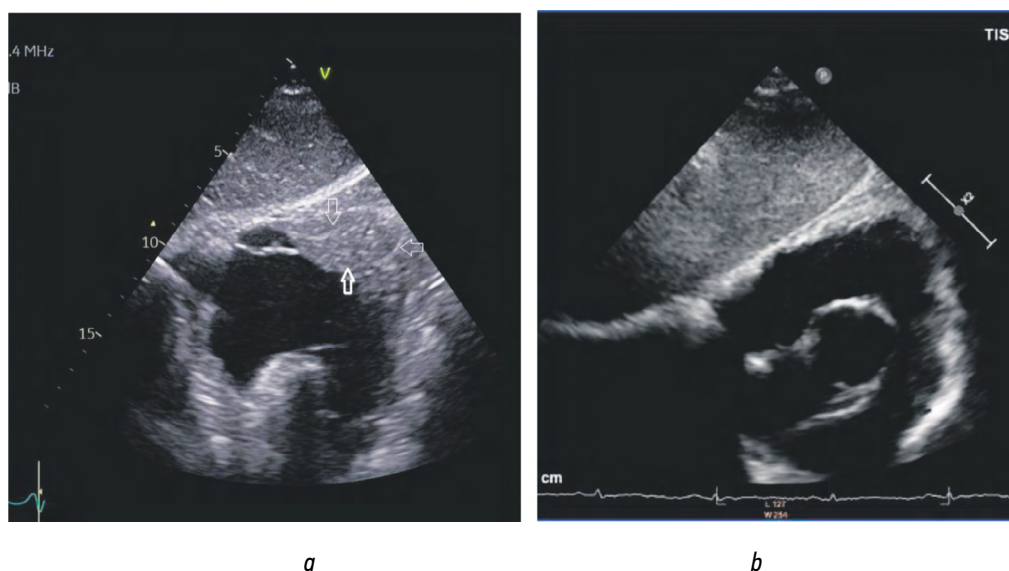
Эхокардиографические изменения в выходном тракте правого желудочка: *a* — при эндомиокардите Леффлера; *b* — по сравнению с нормой
